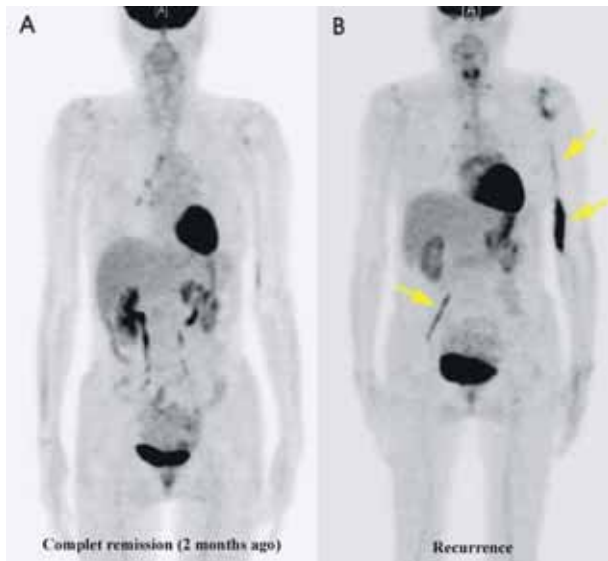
Whole body PET. These figures show that there are dense linear increased 18F-FDG (fluorodeoxyglucose) uptakes on left median nerve and right femoral nerve (see yellow arrows, B) compared to the previous complete remission state (A)
